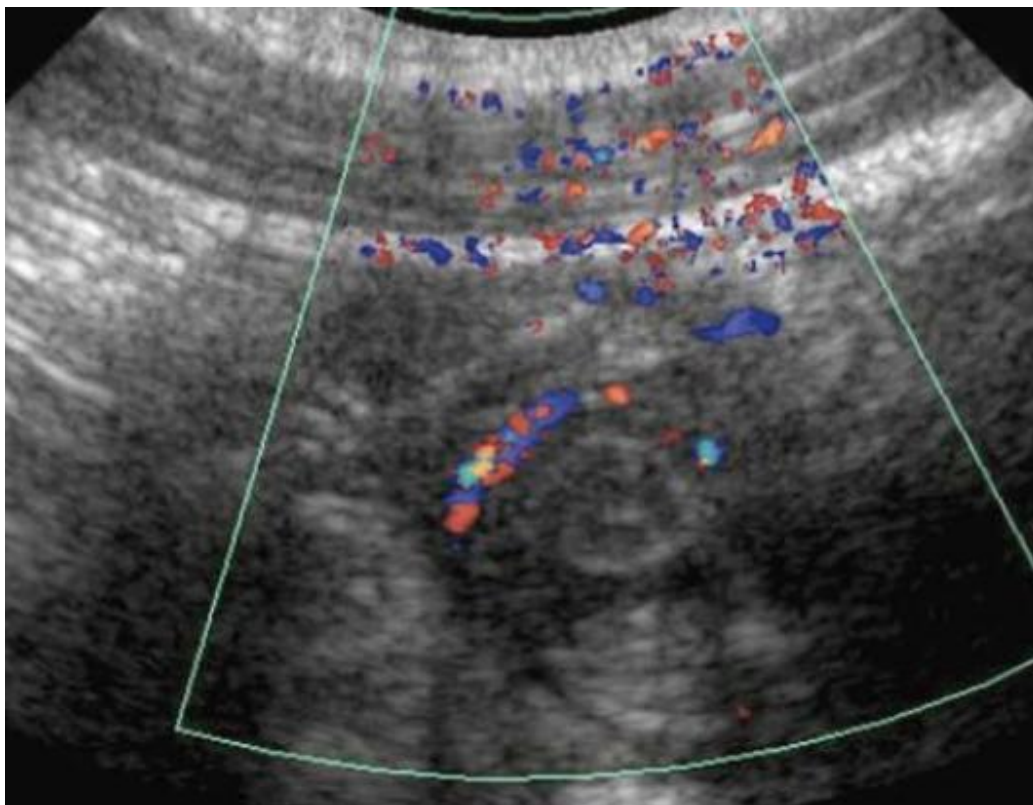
Doppler montre le signe de Whirlpool [30]
